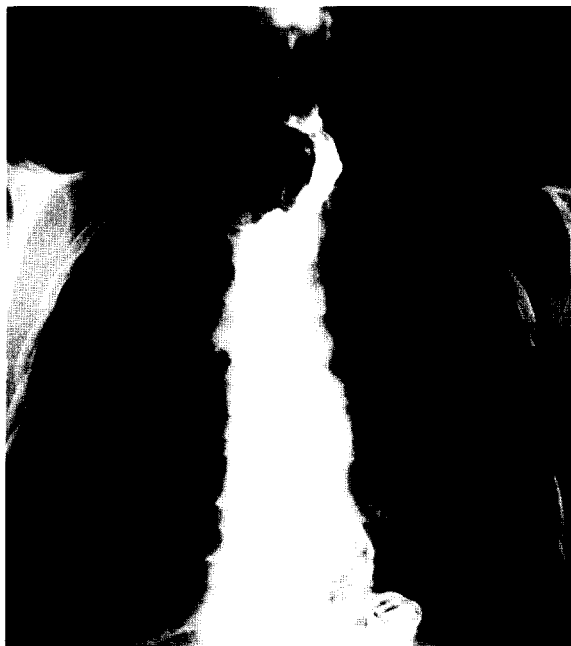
자동문합기를 이용한 식도-대장 단단문합술 후의 식도 조형 X-ray
